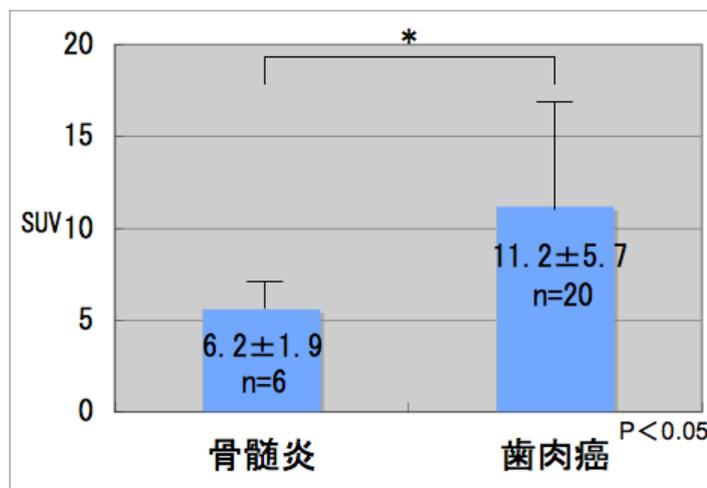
骨髓炎と顎骨浸潤を伴う歯肉癌の SUVmax 比較
